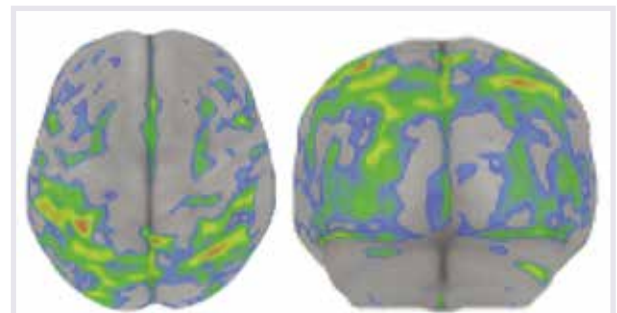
Posteriore kortikale Atrophie: Neurodegenerative Erkrankung, wahrscheinlich einer Subgruppe der Alzheimer-Erkrankung entsprechend, wobei eher jüngere Personen betroffen sind. In der vorliegenden Projektion der Areale mit verminderter FDG-Anreicherung zeigen sich hypometabole Regionen parietal mit Involvierung des lateralen okzipitalen Kortex (eingefärbte Areale).
